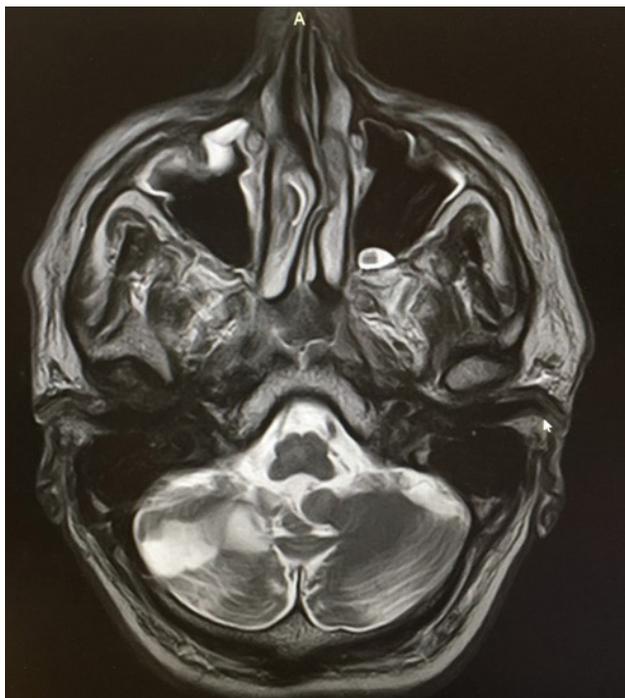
МРТ пациента Л. 63 лет: множественные очаги в разных сосудистых бассейнах в режиме FLAIR
